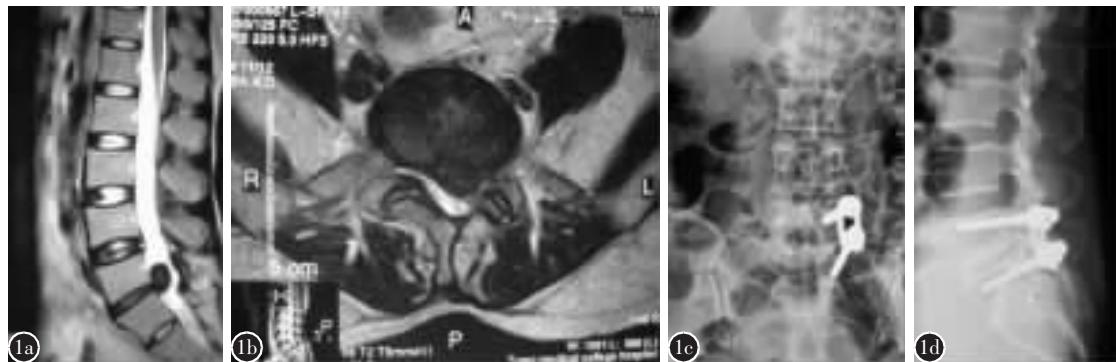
患者,女性,41岁,L5/S1椎间盘突出术后37个月复发,应用(METRx-tube)内镜下经椎间孔行椎体间融合联合单侧椎弓根螺钉固定术 a 术前MRI矢状面显示椎间盘向椎管突出 b 横断面显示右侧椎板为开窗减压术后、残余椎间盘髓核组织从原位突出 c,d 术后21个月X线片显示椎间融合器及内固定系统位置良好,已达骨性融合
